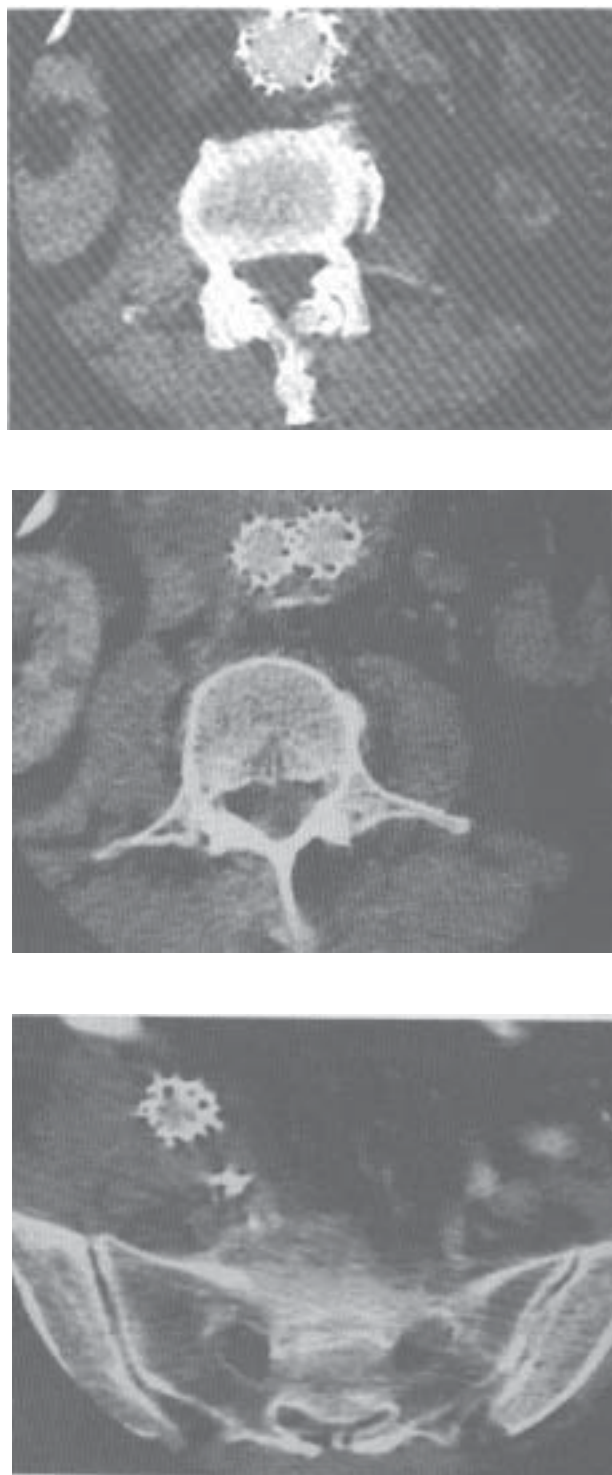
Tomografía con contraste pos implante, a- Segmento superior a nivel de arterias renales, b- Segmento medio a nivel de la bifurcación de la prótesis, c- Segmento distal en ilíaca derecha.
